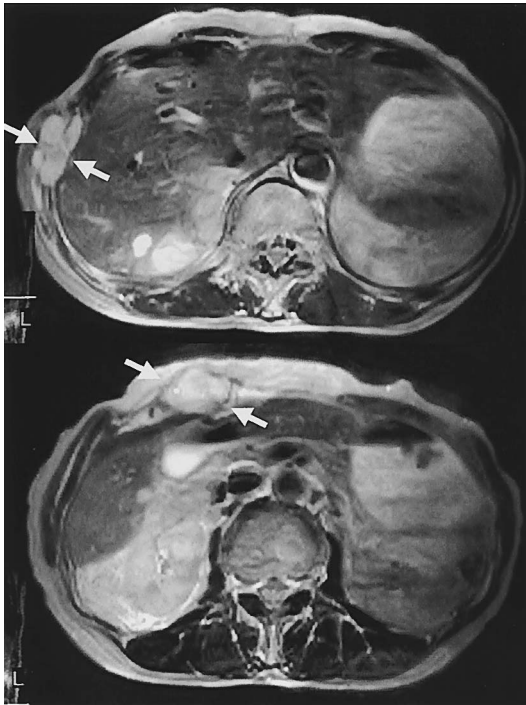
MRI before mitotane therapy (T2-weighted images): multiple tumors in abdominal wall.
